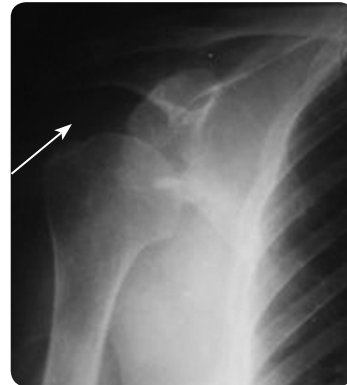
Рентгенограма хворого з заднім вивихом головки плеча в одній прямій проекції не дозволяє зробити точний висновок про тип вивиху, необхідна рентгенограма в бічній (аксіальній) проекції
